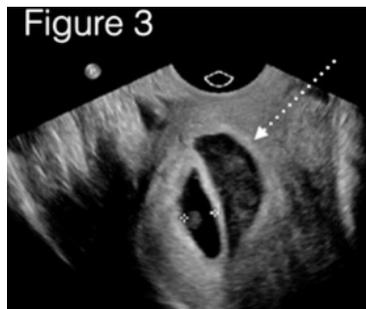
Femme de 31 ans présentant un saignement du 1er trimestre. L'échographie met en évidence un croissant hypoéchogène (flèche pointillée) adjacent au sac gestationnel (entre les +), compatible avec un hématome sous-chorionique.
